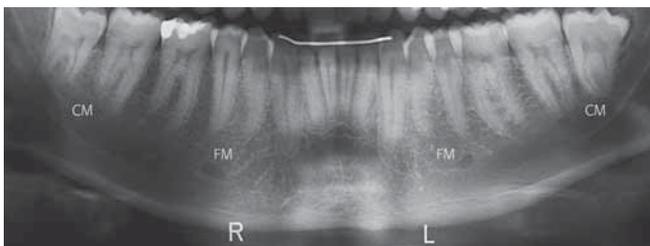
Vue partielle d'un orthopantomogramme chez un patient de 21 ans. Le foramen mentonnier (FM) se situe des deux côtés au-dessous de la deuxième prémolaire (CM = canal mandibulaire).
